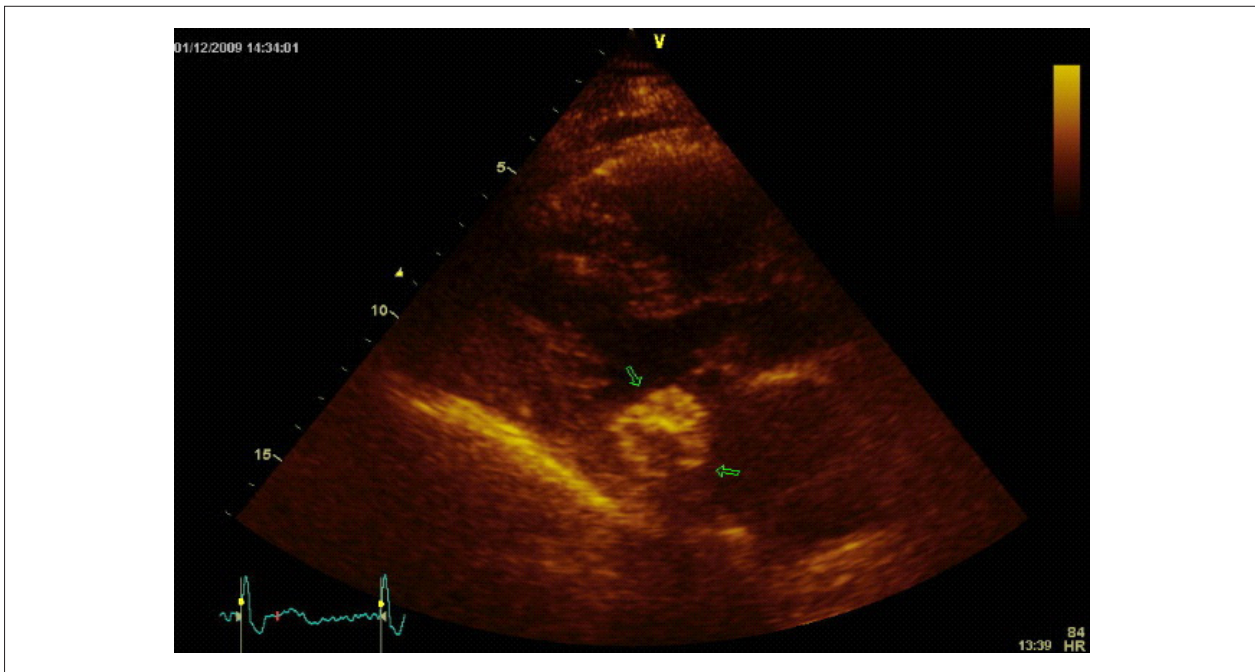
Corte apical 4 cámaras mostrando calcificación caseosa junto al anillo posterior de la válvula mitral.
